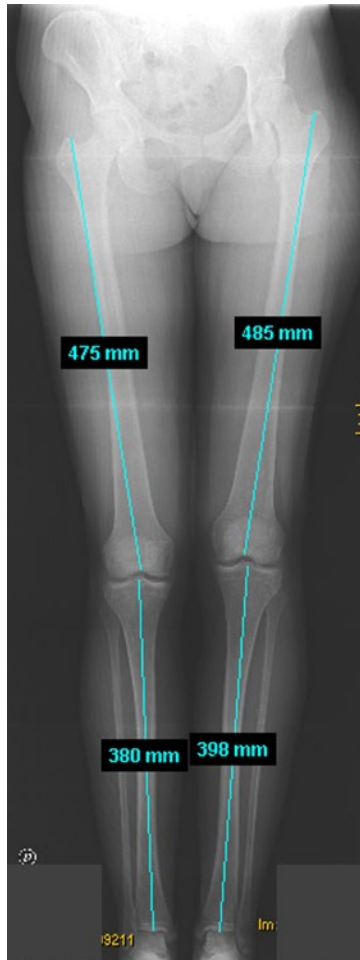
Radiografía de mensuración de miembros inferiores, en la que se aprecia mayor longitud del fémur y la tibia izquierdos.
